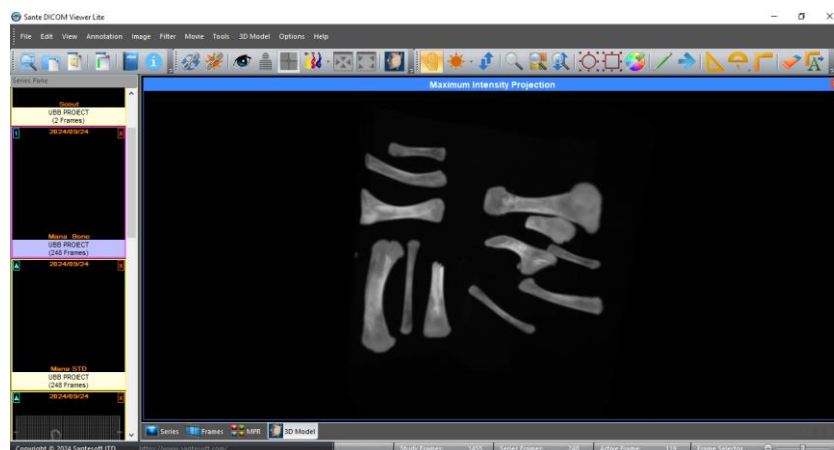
Modelul 3D al scanării CT
